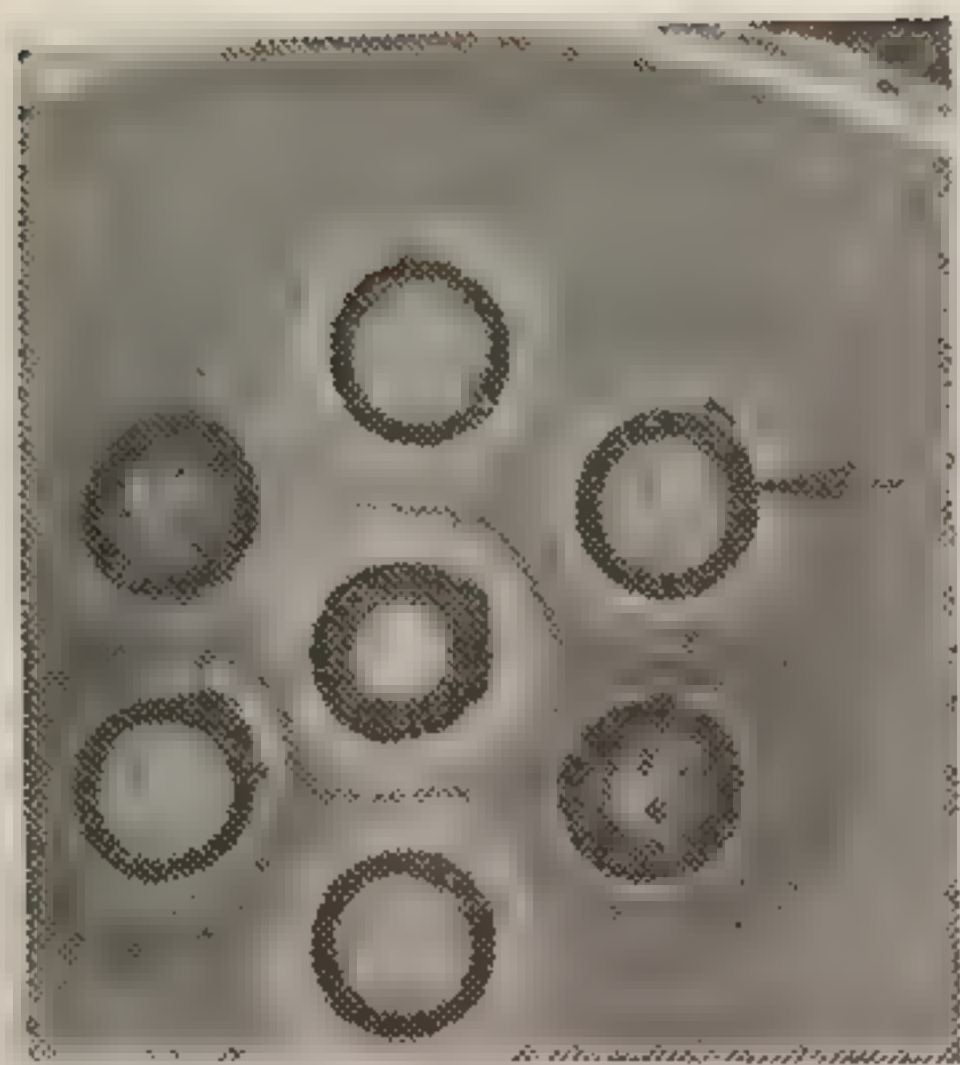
$\alpha$ -Фетопротейн (указано стрелкой) в сыворотке больного раком печени. Метод двойной иммунодиффузии в агаре.
